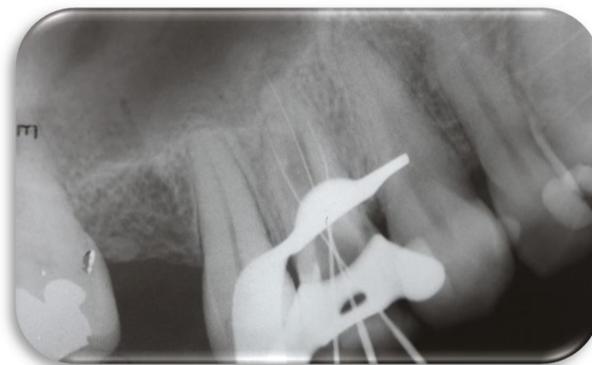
Radiografia constatando a presença do terceiro canal em raízes separadas.
